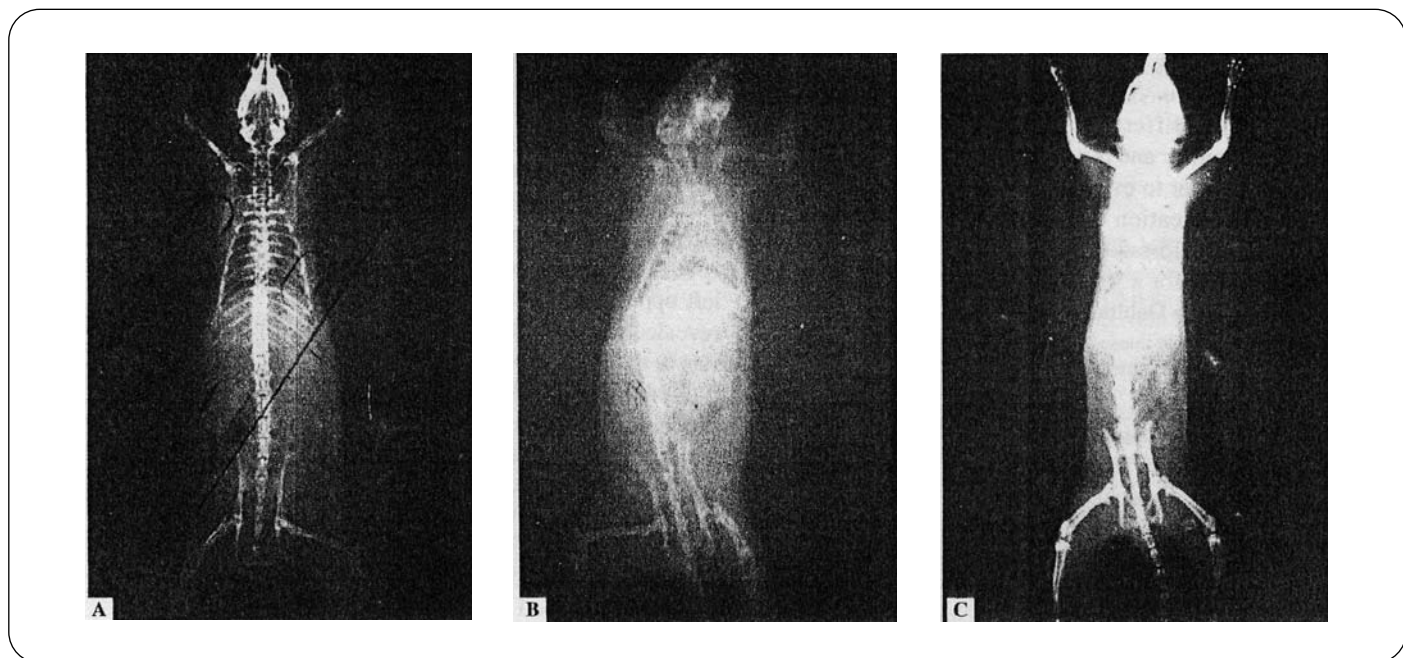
(A-C) - Radiografia del gruppo studio di un topo a To (A) dopo applicazione del composito; a T1 (B) una settimana dopo l'applicazione del composito su di un lato; a T2 (C) una settimana dopo l'applicazione del composito sul lato opposto per bilanciare l'occlusione.
